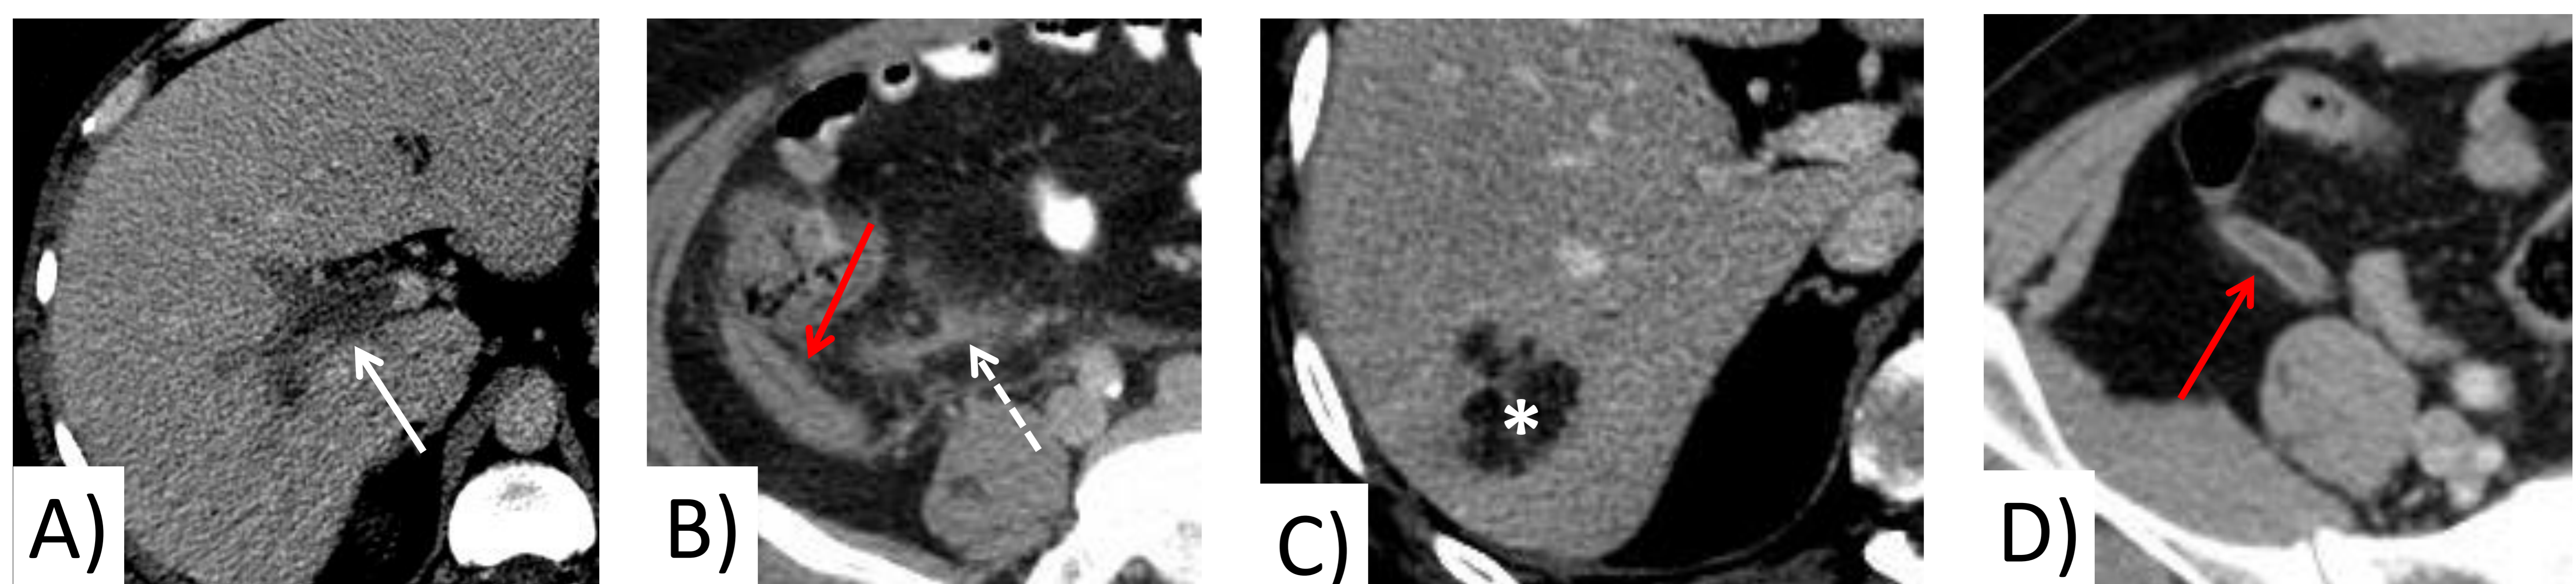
A, B) Apendicitis aguda complicada con pileflebitis. TC con CIV venoso, cortes axiales: trombosis de la vena porta derecha y sus ramas (flecha blanca), así como ramas de la vena mesentérica superior (flecha discontinua); apéndice inflamado (flecha roja). C, D) Apendicitis aguda complicada con absceso hepático, en distinto paciente. TC con CIV venoso, cortes axiales: absceso (\*) en lóbulo hepático derecho; apéndice dilatado, con engrosamiento y realce parietal (flecha roja), que sugiere apendicitis aguda como probable foco de origen.
